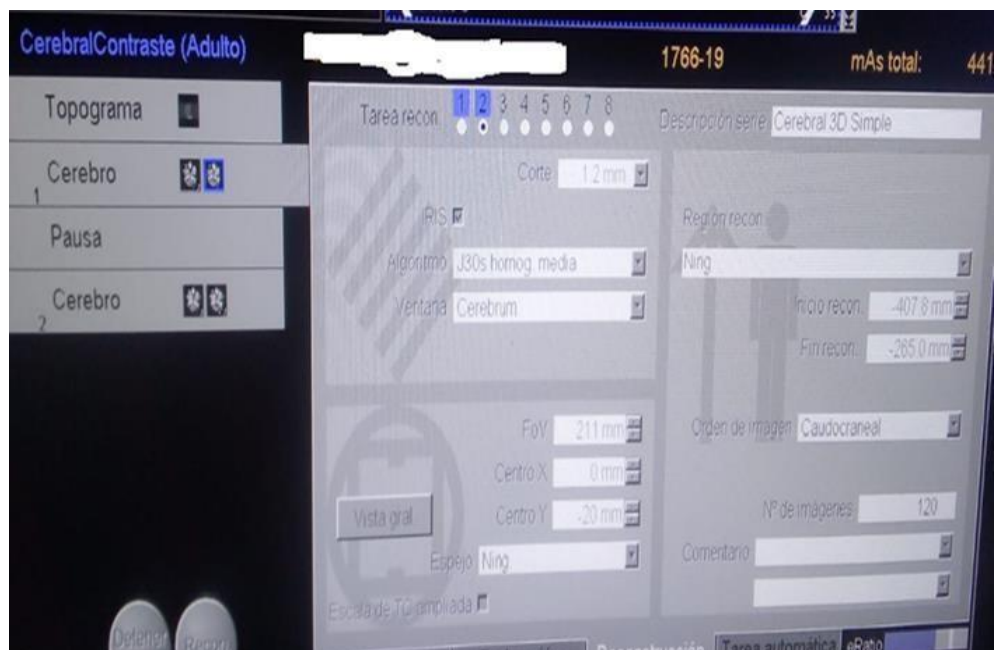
Fotografía Imágenes de Tomografía Cerebral Simple y Con Contraste aplicando el protocolo para listo evaluación y diagnóstico de posibles patologías demostrando el uso del protocolo utilizado para la reconstrucción de cortes fino para tomografía cerebral simple y con contraste obtenidas del área de diagnóstico de la Clínica Metropolitana de Chiclayo.
